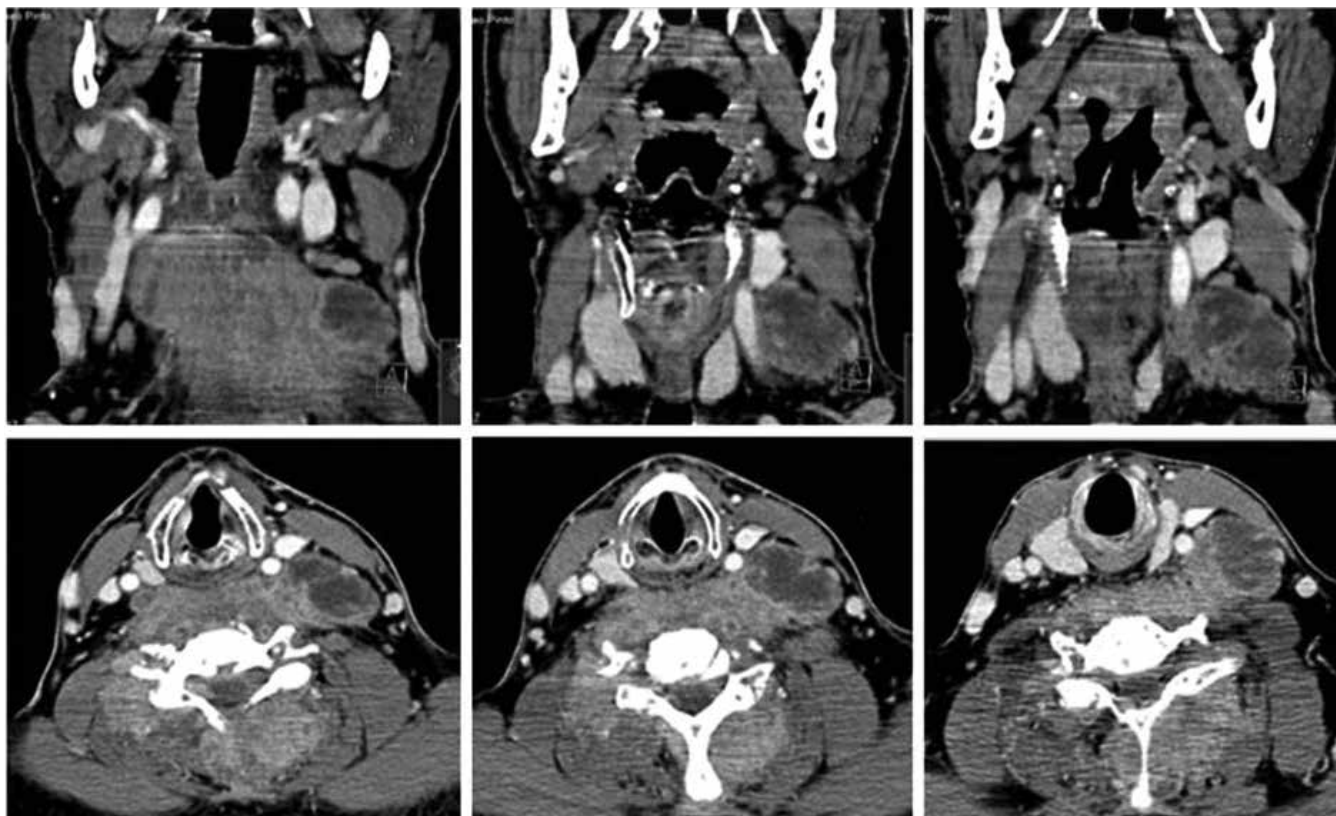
TC que mostrou adenopatia com centro necrosado lateral ao terço médio da carótida comum esquerda e posterior ao músculo esternocleidomastoideu, com 39 x 26 mm; espessamento e várias coleções abcedadas dos músculos da região pré-vertebral e para-espinhais do pescoço
